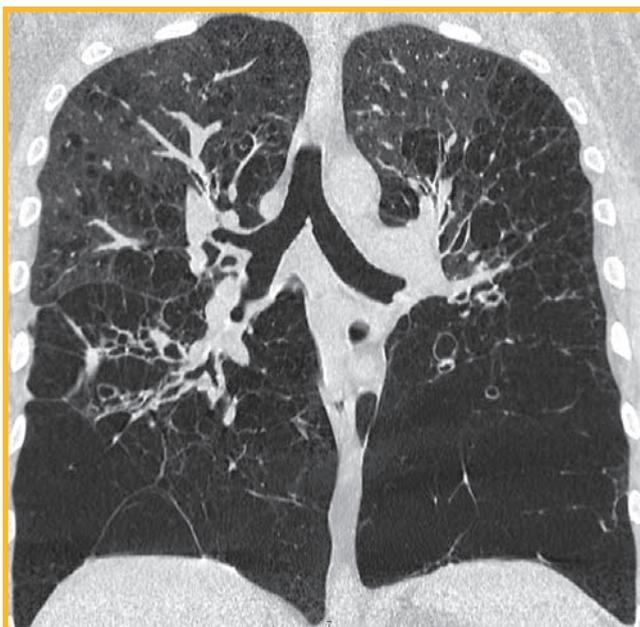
Генерализованные бронхоэктазы по данным рентгеновской компьютерной томографии у пациента с синдромом Вильямса–Кэмпбелла. Коронарная проекция
